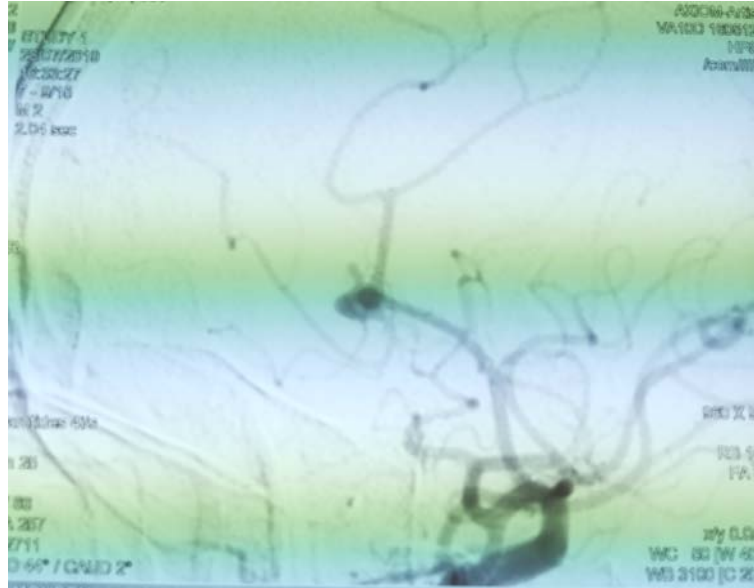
artériographie cérébrale montrant un anévrysme sacciforme polylobé de la péricalleuse droite chez un patient de 53 ans , hypertendu mal suivi , présentant des céphalées et des vomissements d'apparition brutale et chez qui la TDM a objectivé une HM avec inondation ventriculaire .
